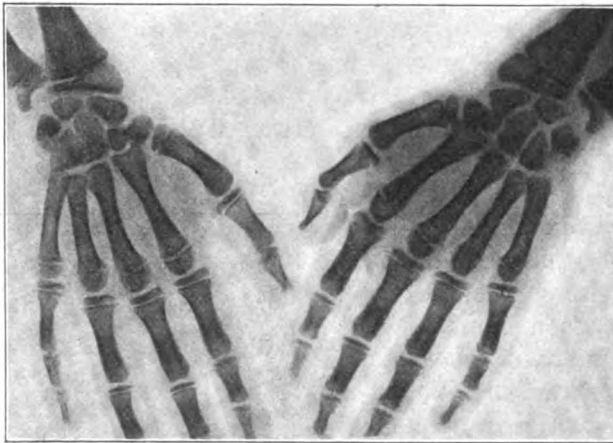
<sup>1)</sup> Röntgenbild. Hände. Mongol. Idiotie. Knabe 11 Jahre alt. Normale Verknöcherung.
